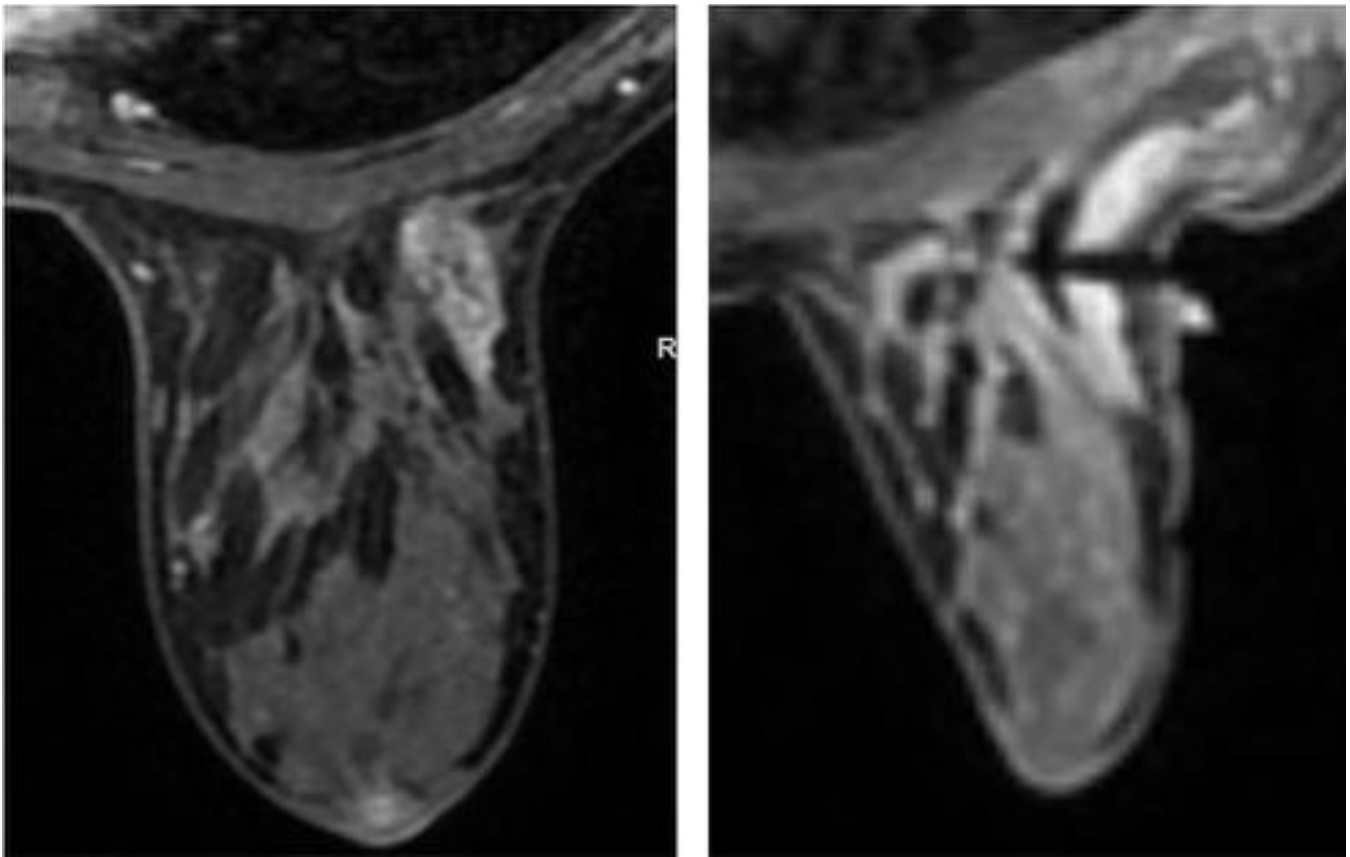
Paciente con alto riesgo familiar de cáncer de mama. Área de realce asimétrico sin masa asociada solamente identificada en RM. La biopsia mostró tejido mamario con cambios fibroquísticos y focos de hiperplasia ductal sin atipia.
